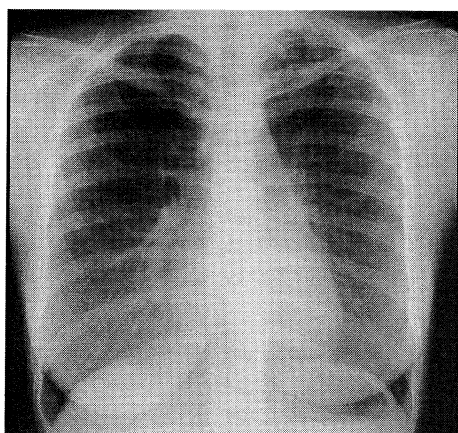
Chest roentgenogram on admission (Case 1)
